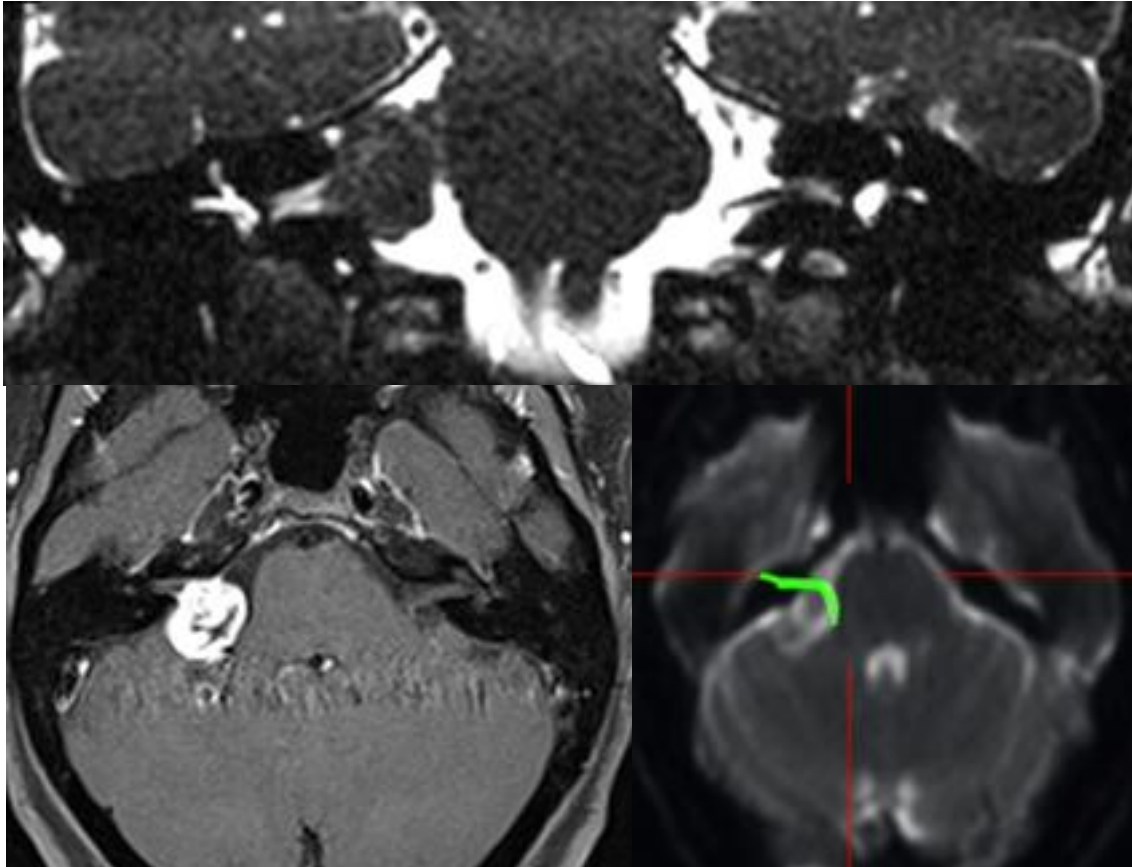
CASO 2: Schwannoma vestibular do ângulo ponto-cerebeloso direito, classificado com o grau 3 da escala de Tokyo. Superior: RM CE T2, corte coronal. Inferior esquerda: RM CE T2, corte axial. Inferior direita: Tratografia do Nervo Facial, corte axial, que demonstra um trajeto anterior do nervo facial (a verde) em relação ao tumor.
